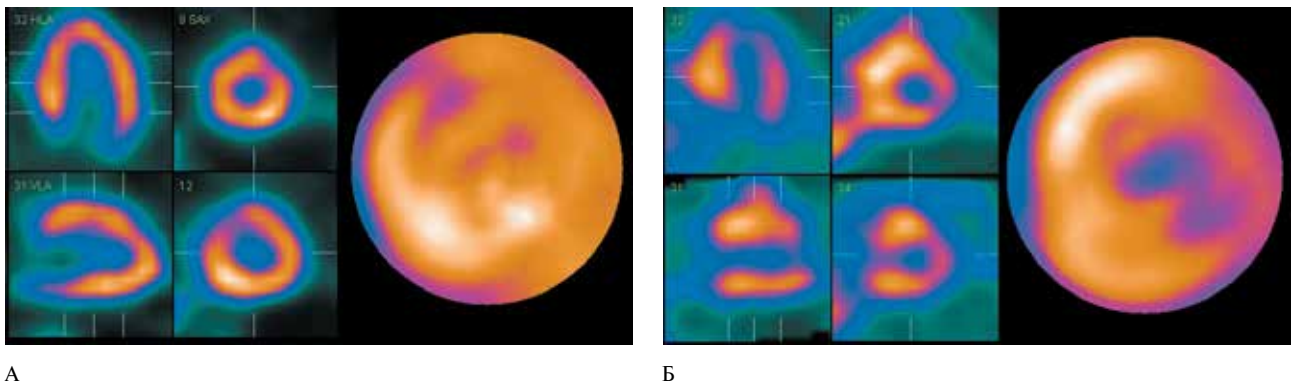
(А, Б) Перфузионная (А) и нейротропная (Б) ОЭКТ миокарда ЛЖ у пациента с гипертрофической КМП. Визуализируются дефекты накопления МИБГ, свидетельствующие о нарушениях СА при сохранной перфузии миокарда ЛЖ.
